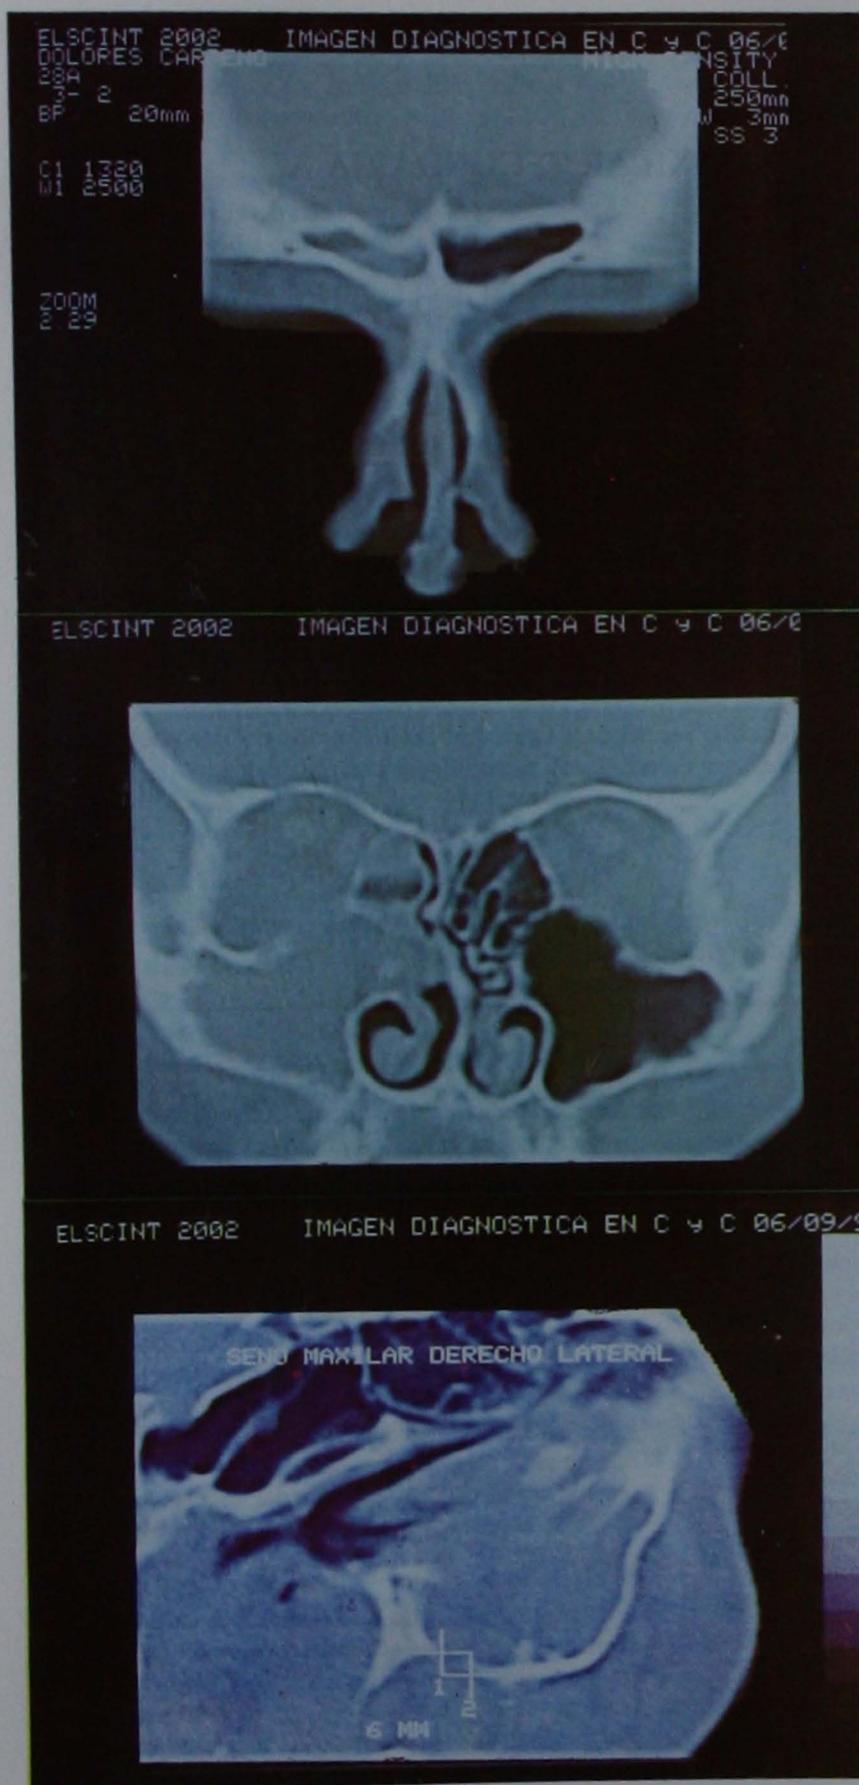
Tomografía computada de senos paranasales que muestra opacidad total del seno frontal derecho, con integridad de sus paredes óseas.
